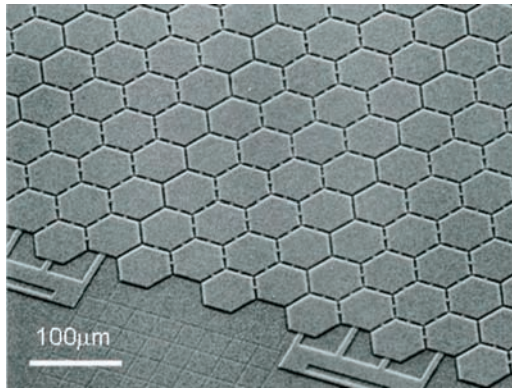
CMUTチップ(左)とCMUTを搭載した乳腺用超音波探触子「Mappie\*」(右)
